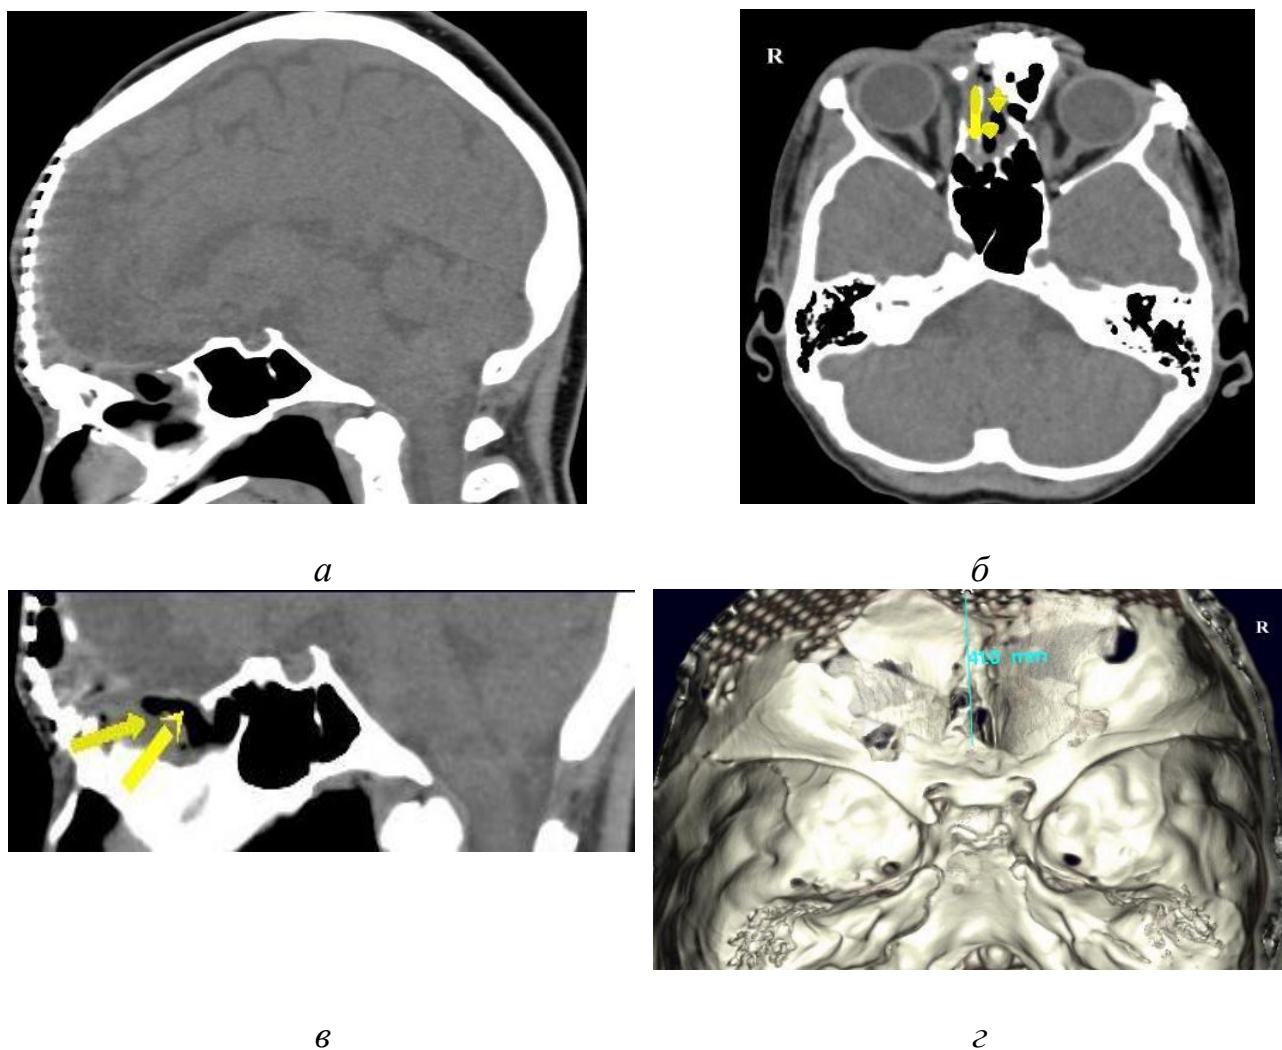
Спиральная компьютерная томография основания черепа (6 лет после травмы). В эпидуральном пространстве имеется дополнительная ткань с пузырьками воздуха, которая распространяется от дефекта ситовидной пластины к лобной области (*а, б, в*). Проекция свища на основание черепа (*г*).
